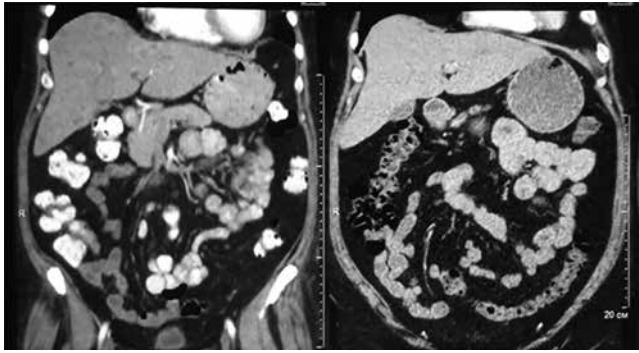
Пациентка Ф. МСКТ органов брюшной полости в динамике: слева – от 14 ноября 2017 г., справа – от 12.03.2018 г. Описание в тексте
